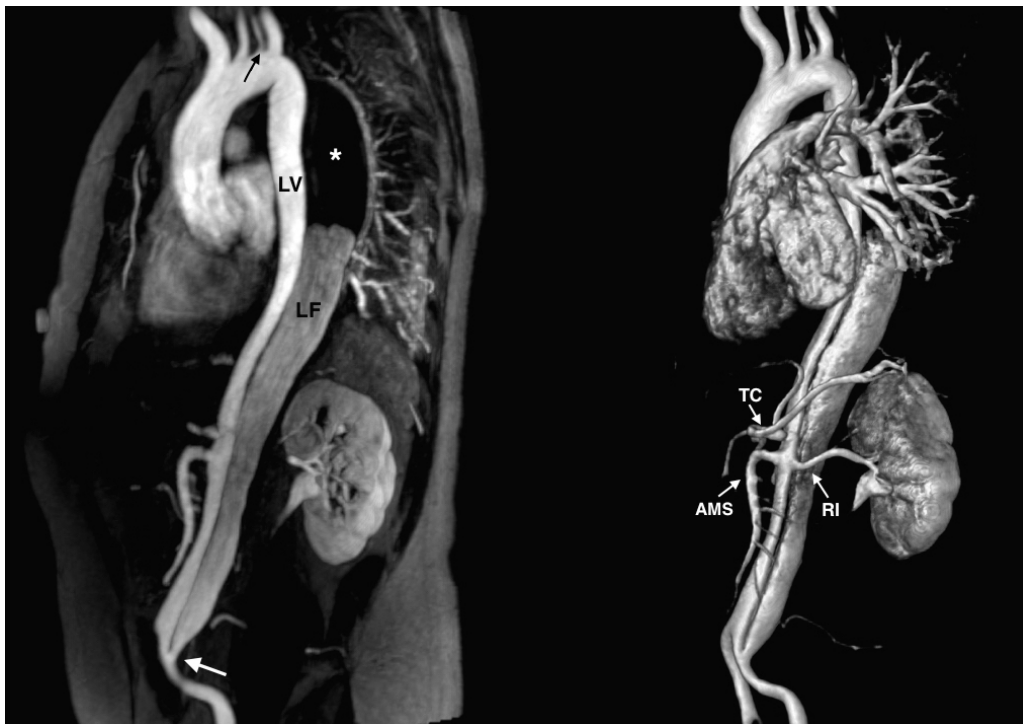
Angio-RM aórtica con contraste en paciente con disección aórtica tipo B de Stanford. La imagen de la izquierda corresponde a una reconstrucción MIP fina sagital que muestra una extensa trombosis proximal de la LF (asterisco), sin evidencia de puertas de comunicaciones proximales y con una pequeña puerta de comunicación distal en la arteria iliaca común izquierda (flecha blanca). Nótese el origen independiente de la arteria vertebral izquierda en el arco aórtico (flecha negra). La reconstrucción volumétrica en la imagen de la derecha, muestra el origen de las ramas viscerales abdominales de la LV (TC: tronco celíaco, AMS: arteria mesentérica superior y RI: arteria renal izquierda)
